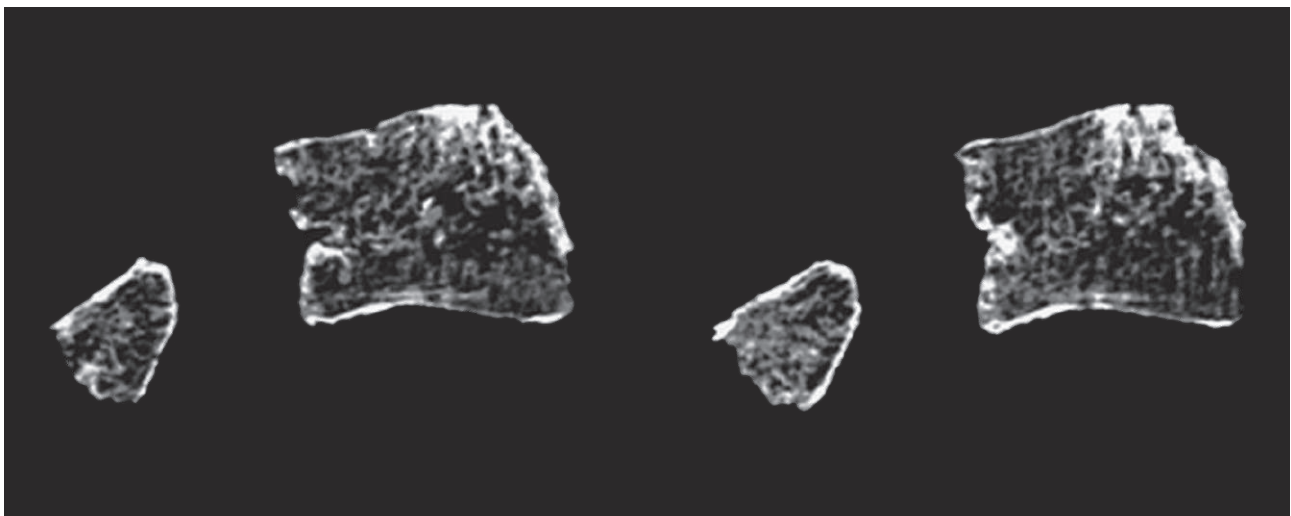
Images tomodensitométriques de la vertèbre L5 de l'individu T12 – coupes sagittales (M. Panuel, service de radiologie, Faculté de Médecine de l'Hôpital Nord, AMU) / *CT scans of the L5 vertebra of the T12 individual – sagittal sections (M. Panuel, radiology department, Hôpital Nord Faculty of Medicine, EMS)*
